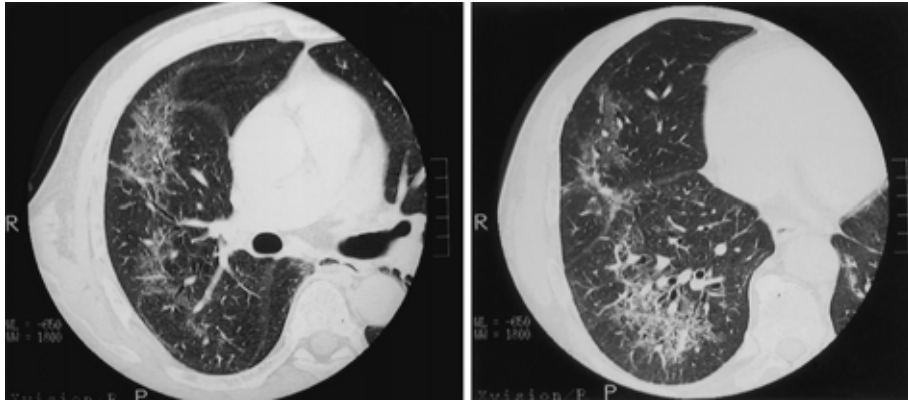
Chest CT scans obtained at the patient's first visit, showing ground-glass opacities in both lung fields.
